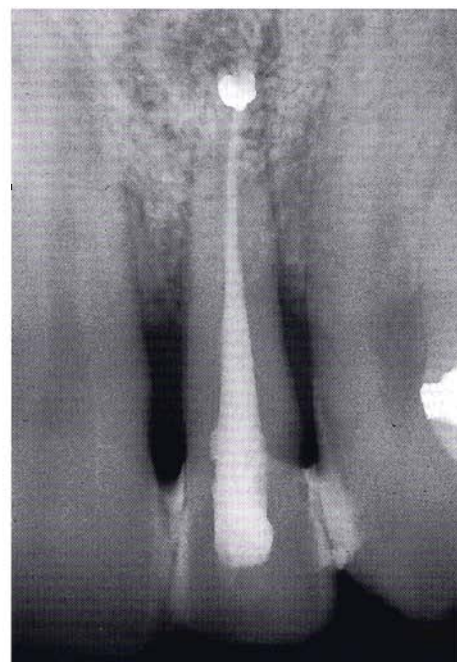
Particolare di una OPT. Lesione mista: 22 con lesione periapicale e difetto verticale mesiale.
